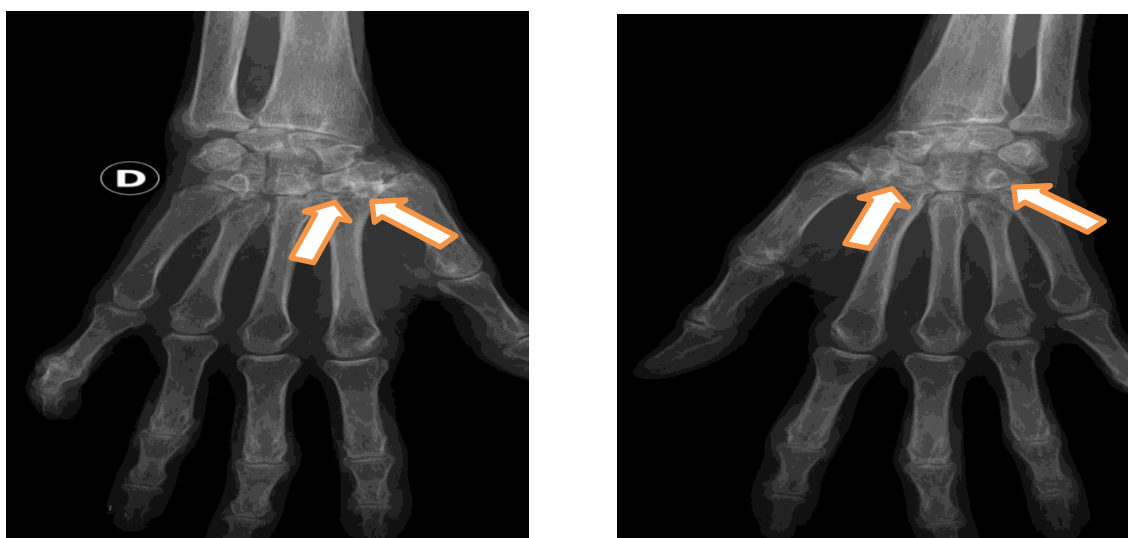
Radiographie des poignets et des mains montrant une déminéralisation épiphysaire en bandes, des érosions et des géodes carpo-métacarpiennes bilatérales du 2^{ème} rayon à droite et du 2^{ème} et 5^{ème} rayon à gauche
